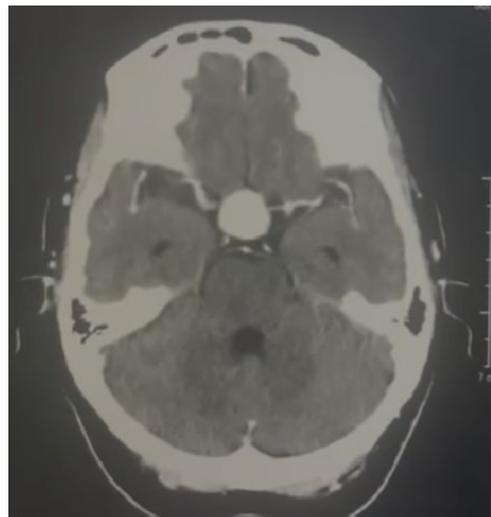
Aneurisma sacular en tomografía cerebral por contraste
